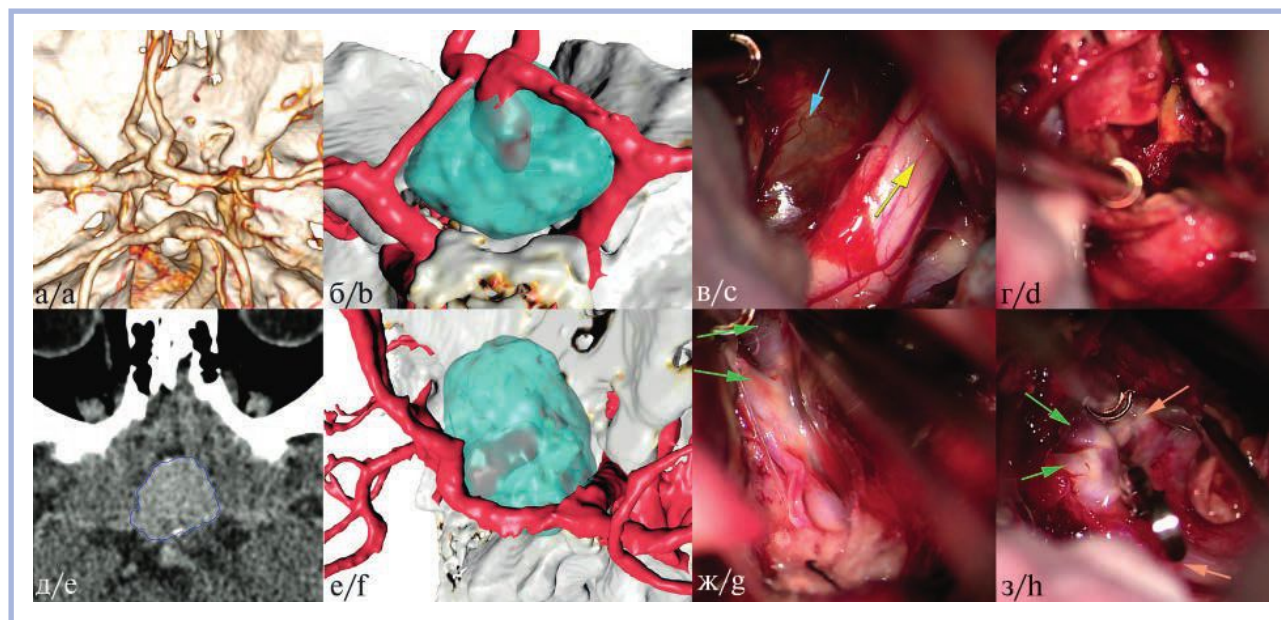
Сегментация крупной частично тромбированной аневризмы ПСА по КТ-АГ.
